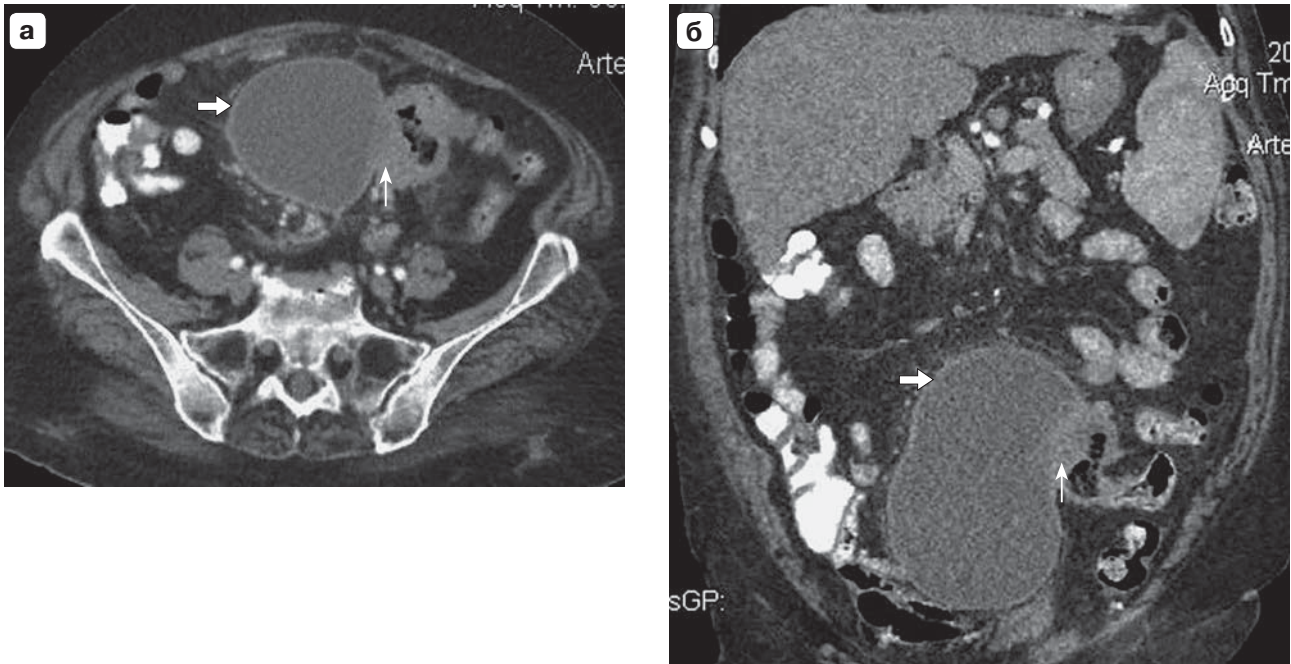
КТ живота и малого таза с болюсным КУ, поздняя артериальная фаза. а – аксиальный срез; б – фронтальная реформация. Опухоль сигмовидной кишки (тонкая стрелка) с признаками перфорации и формирования параколитического абсцесса (толстая стрелка).
